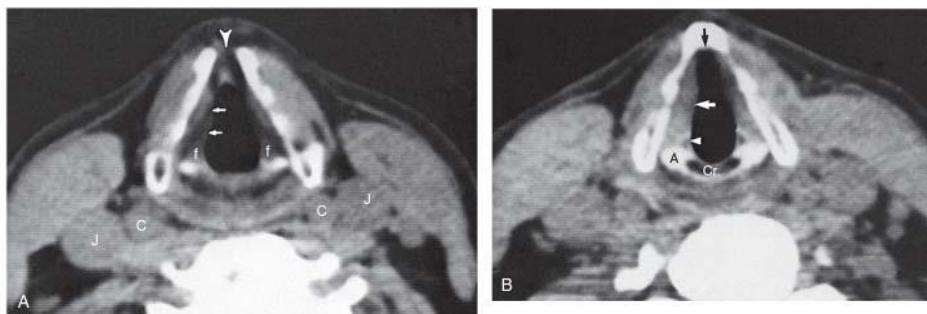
Normal anatomy of the false and true vocal cords on computed tomography. A, The false vocal cords (arrows) medial to the fat-containing paraglottic space lie at the level of the foot processes (f) of the arytenoid cartilages. The superior thyroid notch (arrowhead) is noted anteriorly between the thyroid laminae. The thyroid cartilage is incompletely calcified, which is a normal variation that should not be mistaken for cartilage destruction. The jugular vein (J) and carotid artery (C) are also seen. B, Four millimeters inferiorly, the true vocal cords (white arrow) are seen at the level of the vocal processes (arrowhead) of the arytenoid cartilages (A), located superolateral to the upper posterior border of the cricoid cartilage (Cr). Thyroid laminae join anteriorly to form the laryngeal prominence. The soft tissues at the anterior commissure (black arrow) are normally less than 2 mm in thickness.
